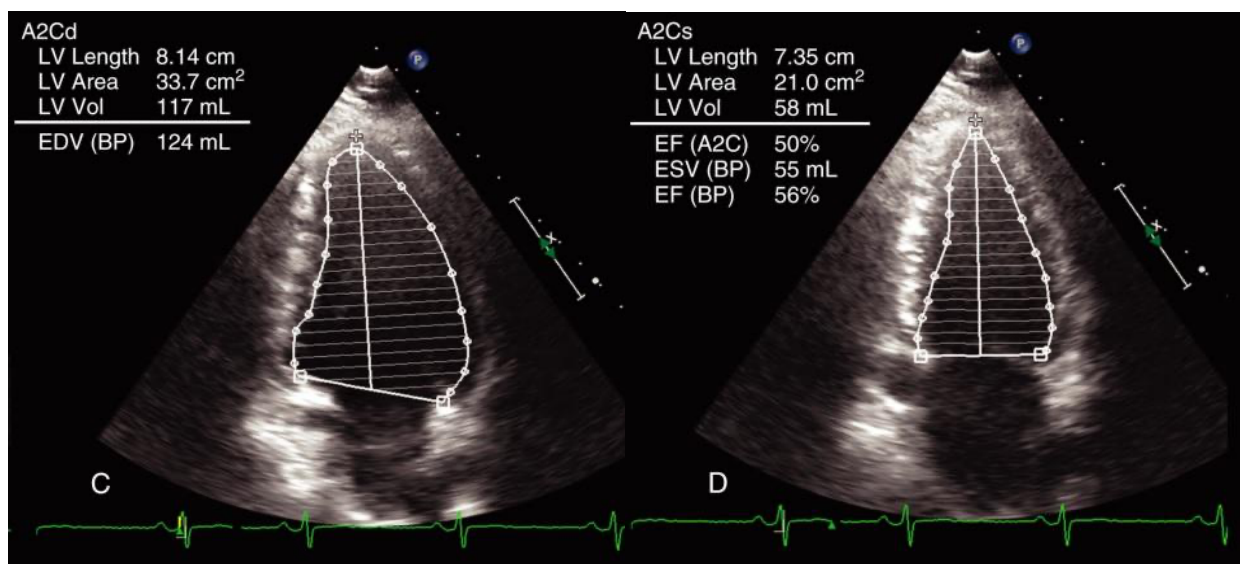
Эхокардиограмма пациентки Г. через 32 дня наблюдения после перенесенного ИМпСТ: А. КДО ЛЖ в апикальной двухкамерной проекции; Б. КСО ЛЖ в апикальной двухкамерной проекции.
